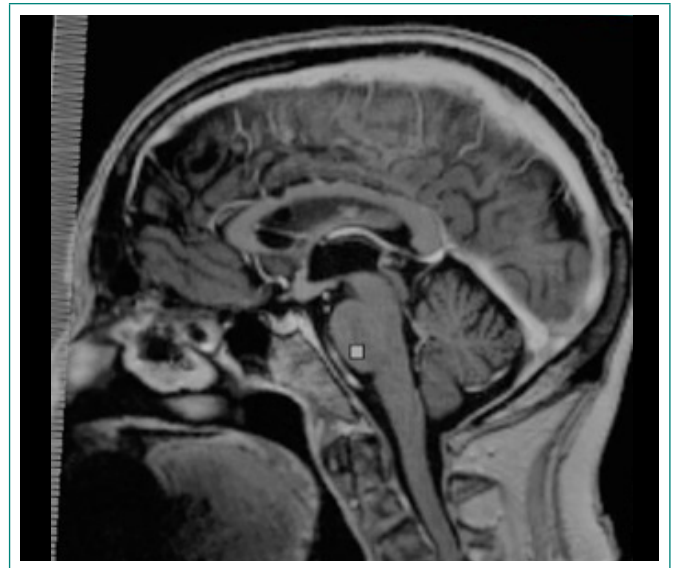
RM craneal: linfoma cerebral primario con mejoría radiológica respecto a RM previa, con disminución de tamaño de la masa hipotalámica y menor afectación del tallo infundibular y cuerpos mamilares, así como reducción de los focos de diseminación subependimaria en tercer y cuarto ventrículo
